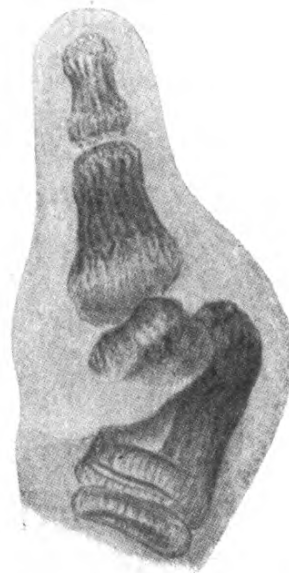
Röntgenbild zu Fig. 171.
